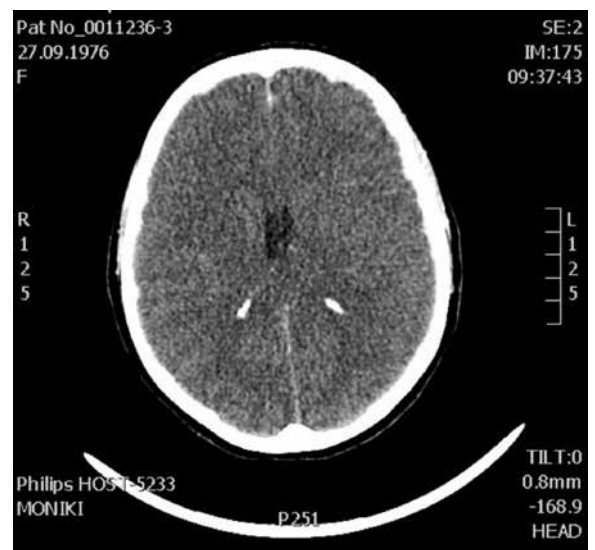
Тотальный отек вещества мозга по данным рентгеновской компьютерной томографии головного мозга
